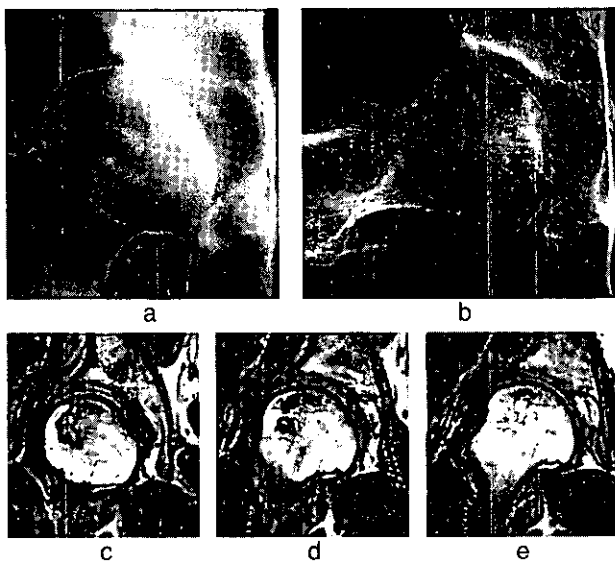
症例2、28歳、男性。stage 2。3-a；単純X線股関節正面、3-b；単純X線大腿骨頭部の側面、3-c、d、e；MRI、T1強調画像、冠状断。
